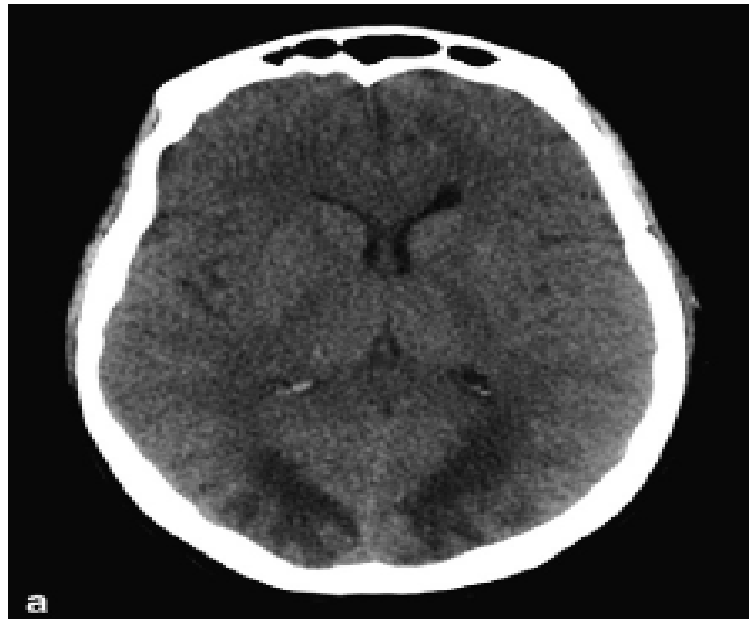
tomodensitométrie cérébrale (TDM), sans injection du produit de contraste (C-), coupe axiale : lésions hypodenses occipitales [3].
